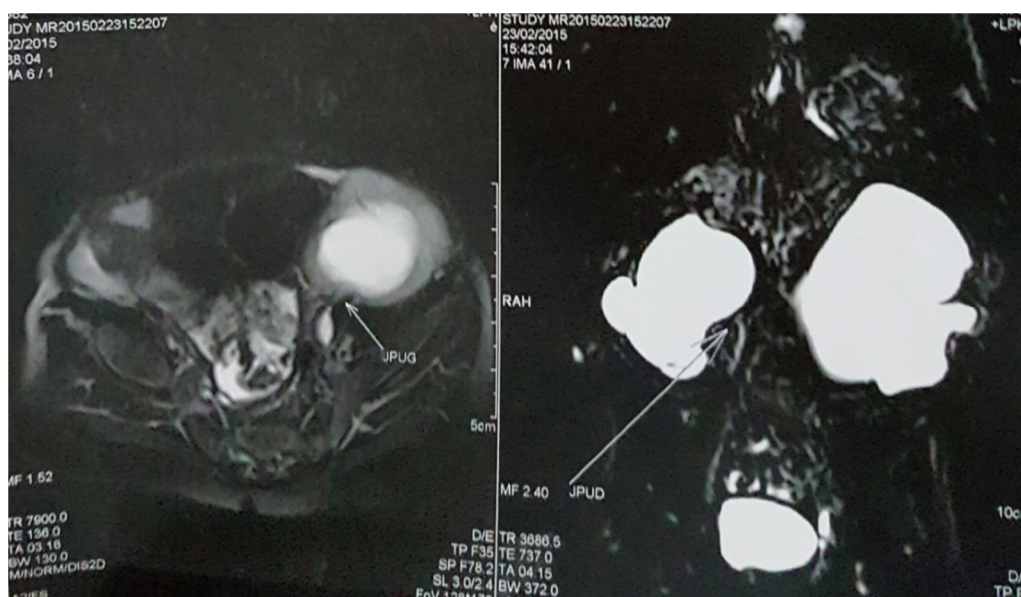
Uro-IRM d'un patient âgé de 6 mois porteur d'une jonction pyélo-urétérale
